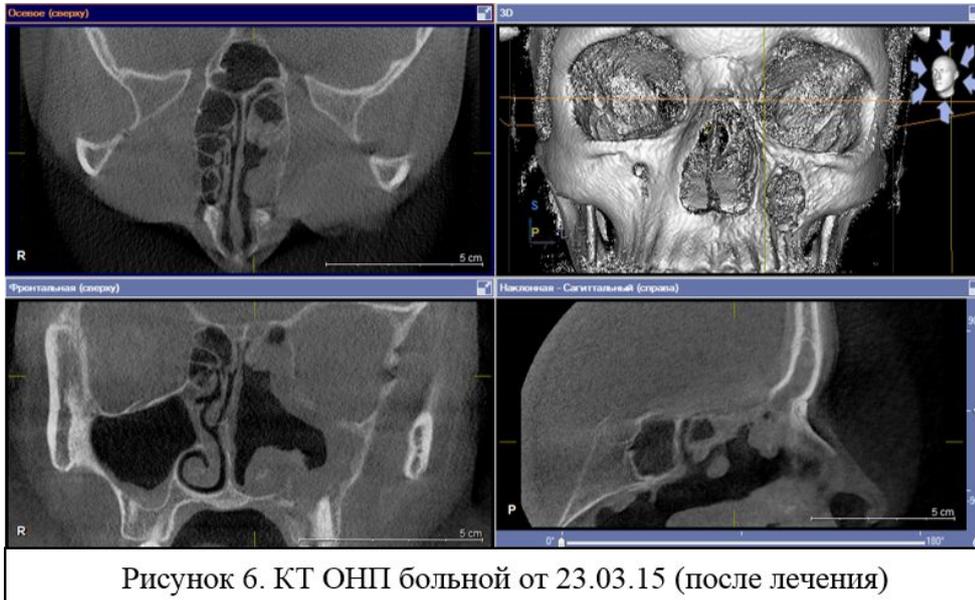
КТ ОНП больной от 23.03.15 (после лечения)
